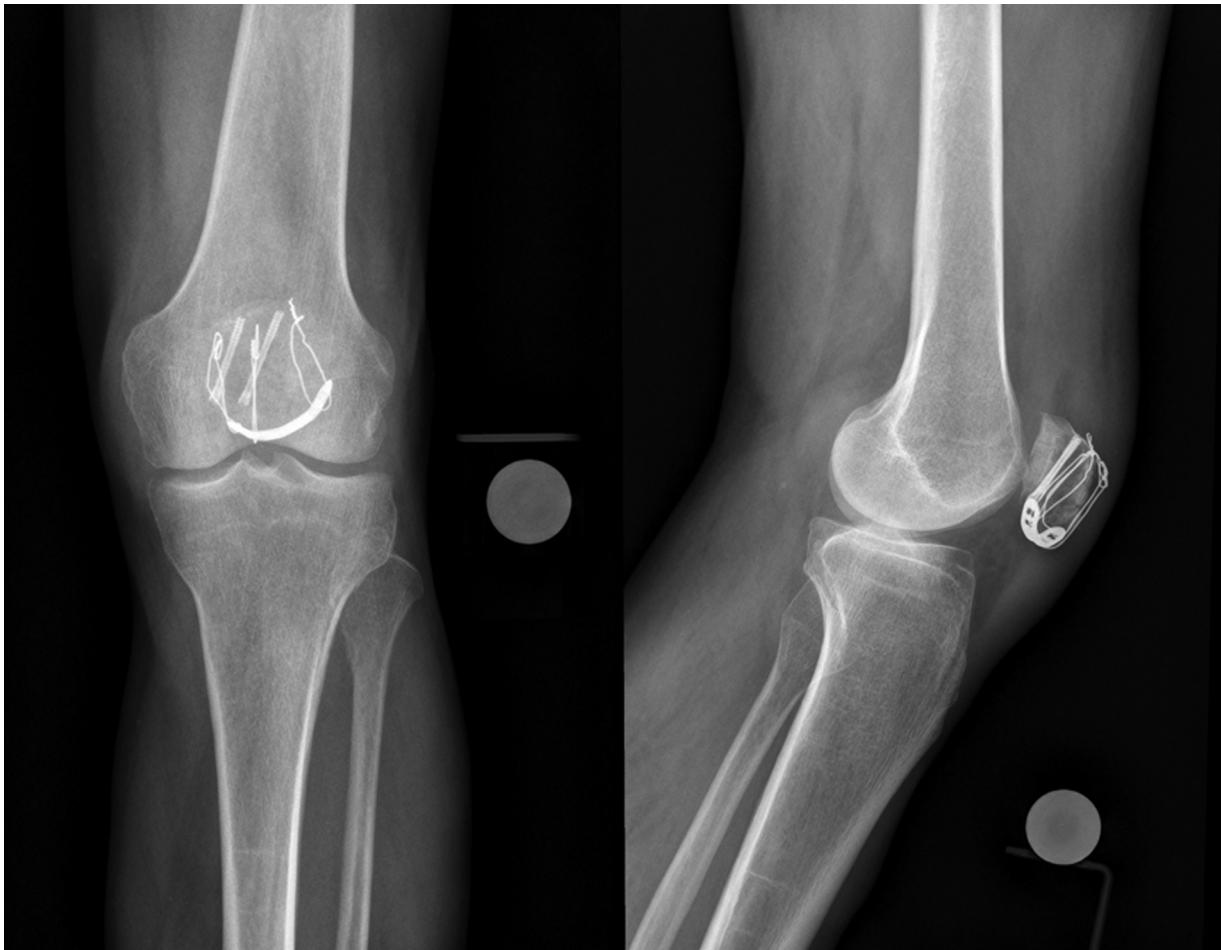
Radiografías de rodilla posoperatorias que muestran adecuada reducción y fijación mediante el uso de suturas verticales de alambre aumentadas con placa *rim*.
